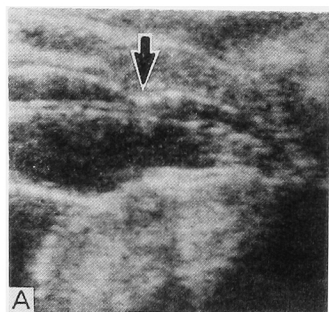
A. Transrectal linear ultrasonogram immediate after transurethral balloon dilatation (case 1).
